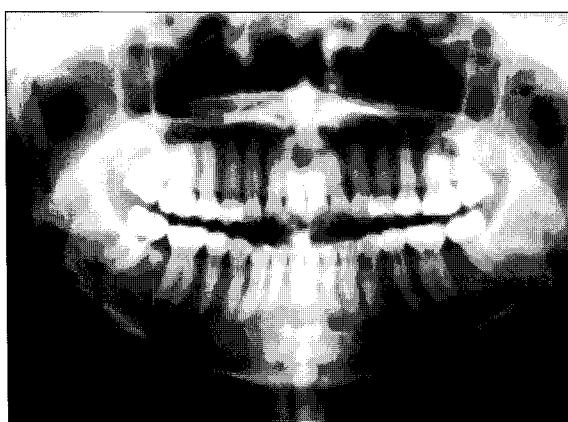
Panoramic x-ray view after treatment.
